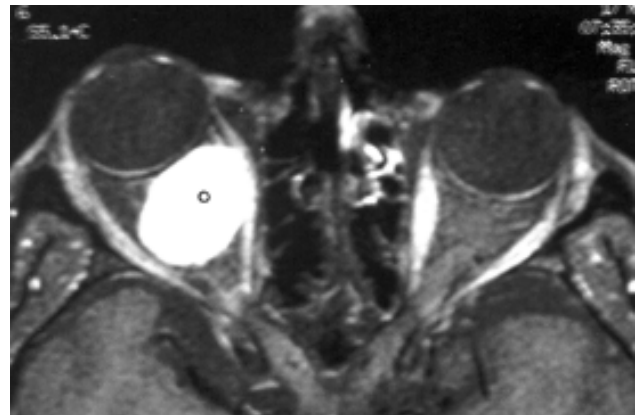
TAC de angioma orbitario.
